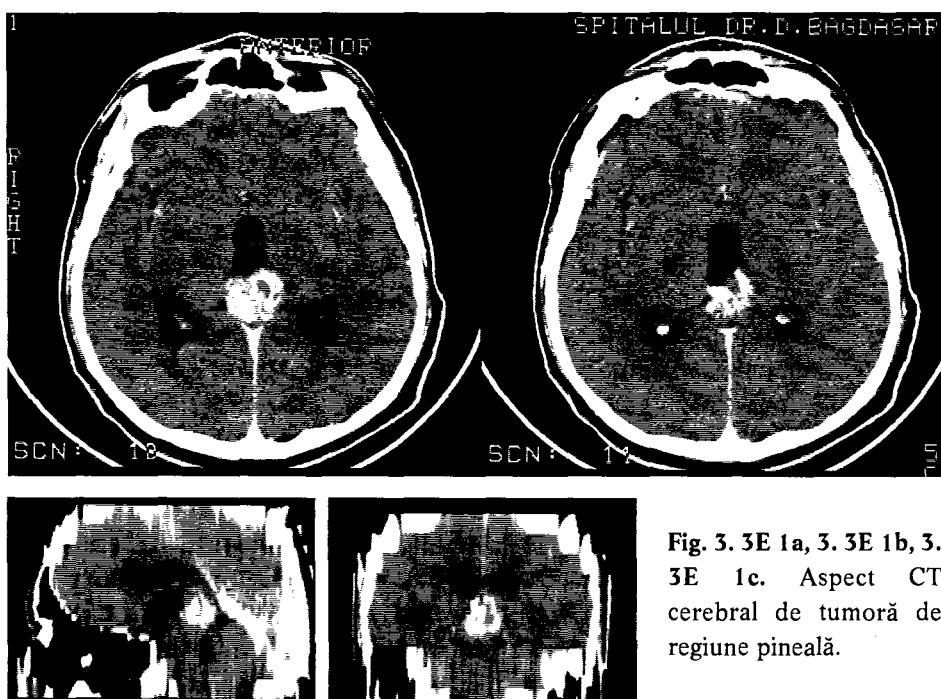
1a, 3.3E 1b, 3.3E 1c. Aspect CT cerebral de tumoră de regiune pineală.
